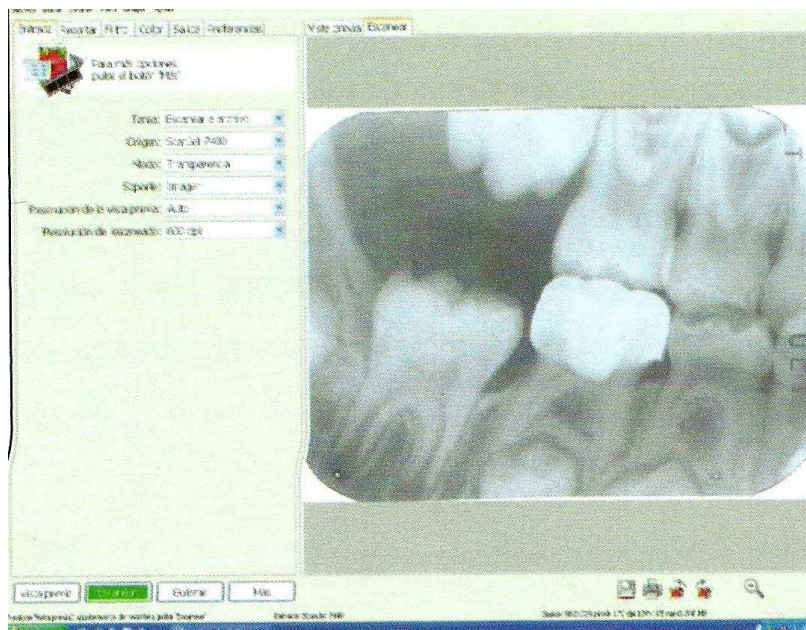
Programa informático para el escaneo de radiografías.
